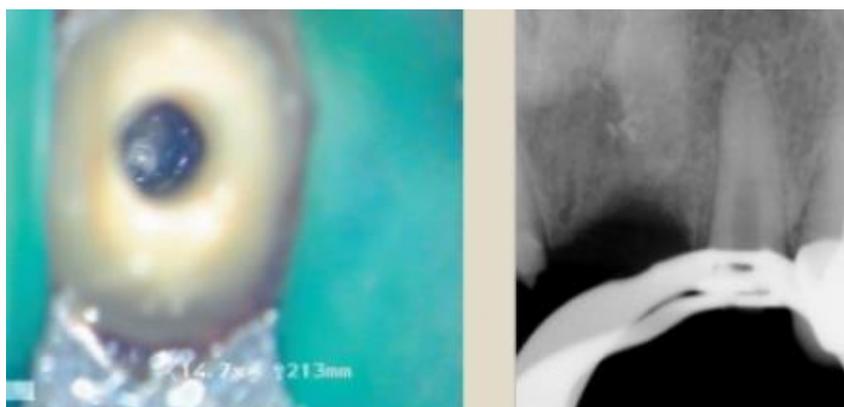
Canal libéré et la Radiographie du canal après retrait du fragment
